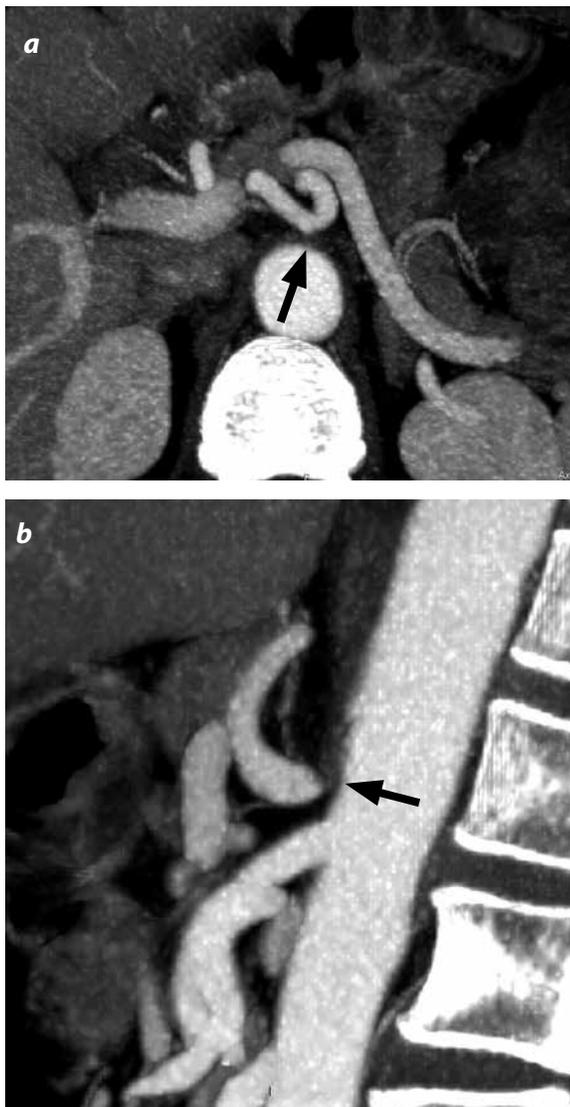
TC abdominal con medio de contraste yodado endovenoso. a-c) Reconstrucción de proyección de máxima intensidad (MIP) en planos transversal, sagital y coronal. d y e) Reconstrucciones volumétricas tridimensionales (3DVR), coronal y sagital. Se muestra agenesia del tronco celiaco, sin comunicación de las arterias esplénica y hepática con la aorta abdominal, esta última de calibre normal. Las arterias hepática y esplénica presentan una configuración en "U" (flechas negras). La arteria mesentérica superior se observa elongada (flecha blanca en d) y de ella se origina una arcada colateral duodenopancreática (flecha punteada) que comunica con las arterias hepática y esplénica para suplir al hígado y al bazo. La arteria gástrica izquierda es filiforme y proviene del eje celiaco entre las arterias hepática y esplénica (cabezas de flecha).
